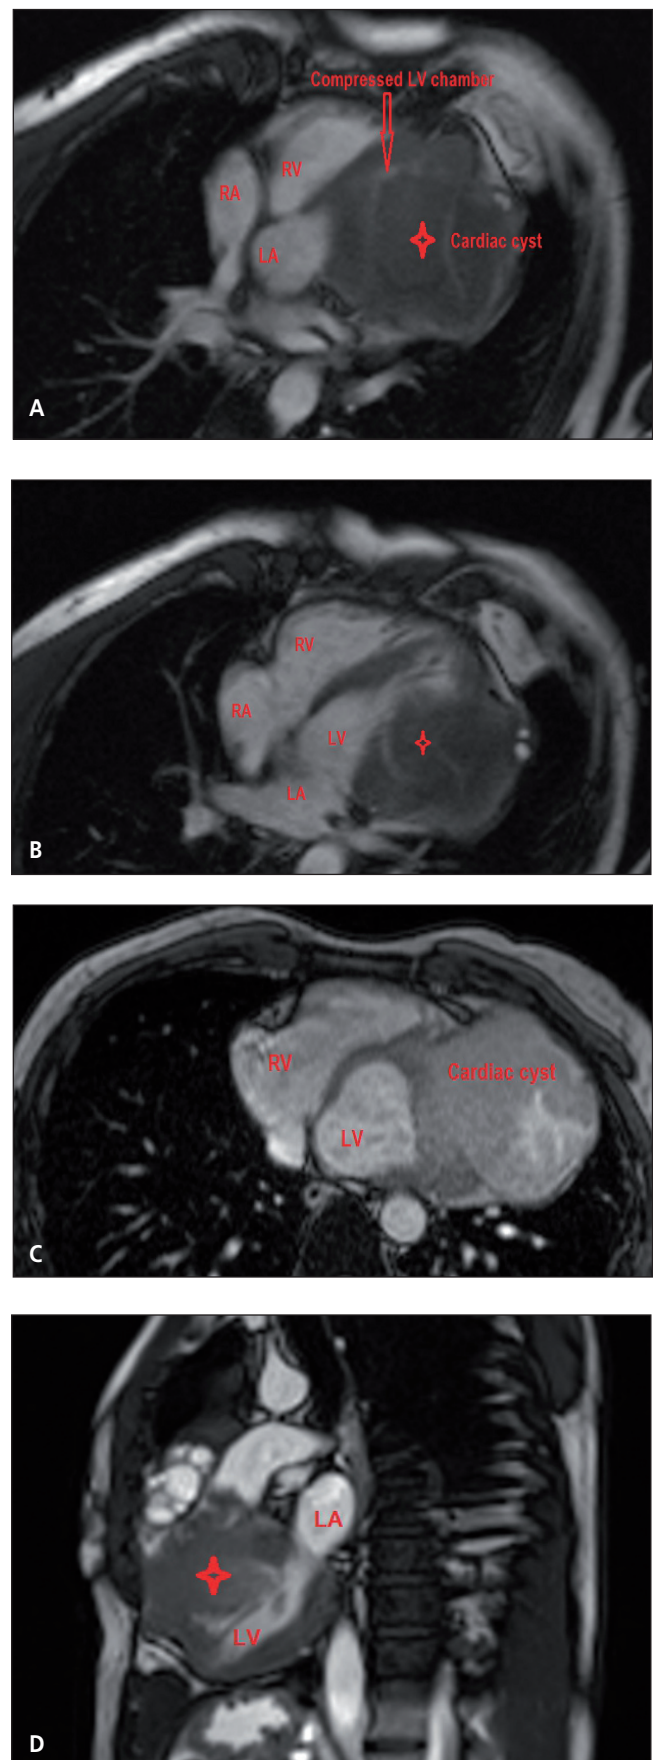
Cardiac MRI displaying the huge cyst compressing the LV chamber (A, B, D) containing calcifications (C).
